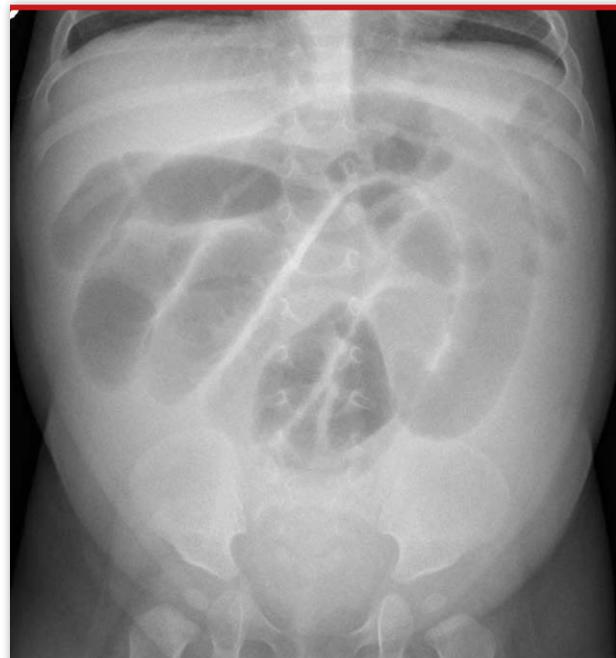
Radiografía simple de abdomen donde se observa dilatación de asas intestinales con ausencia de aire a nivel distal.
